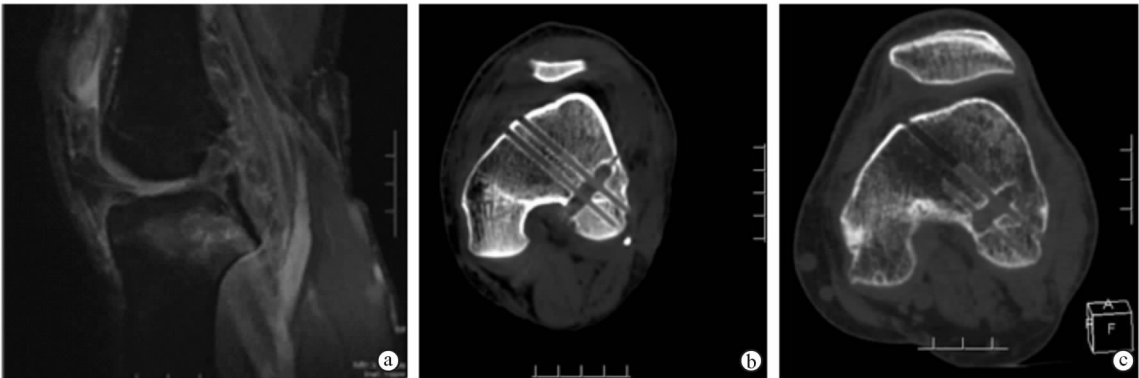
股骨端采用 Rigidfix 固定方式的 ACL 重建 a. 术前膝关节 MRI 影像 b. 术后 1 周三维 CT 重建影像 c. 末次随访(术后 15 个月)时三维 CT 重建影像
